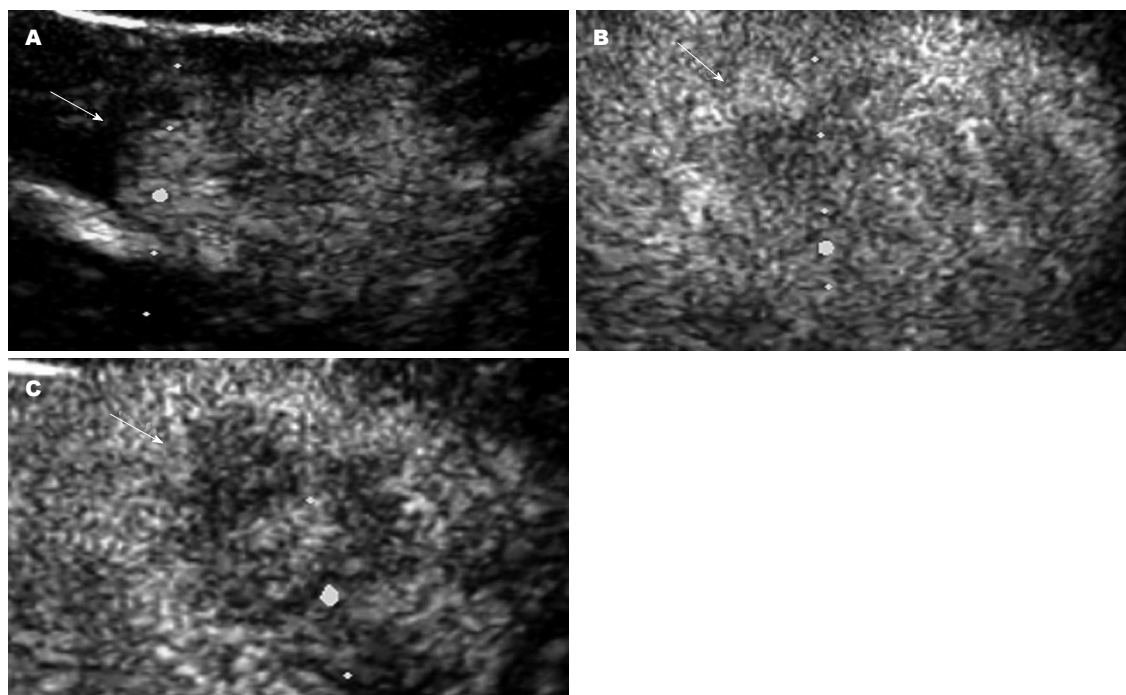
肝左外叶肿块超声造影后表现(白色箭头示)。A: 动脉期呈高增强; B: 门脉期开始廓清, 呈不均匀低增强; C: 实质期呈不均匀低增强。
